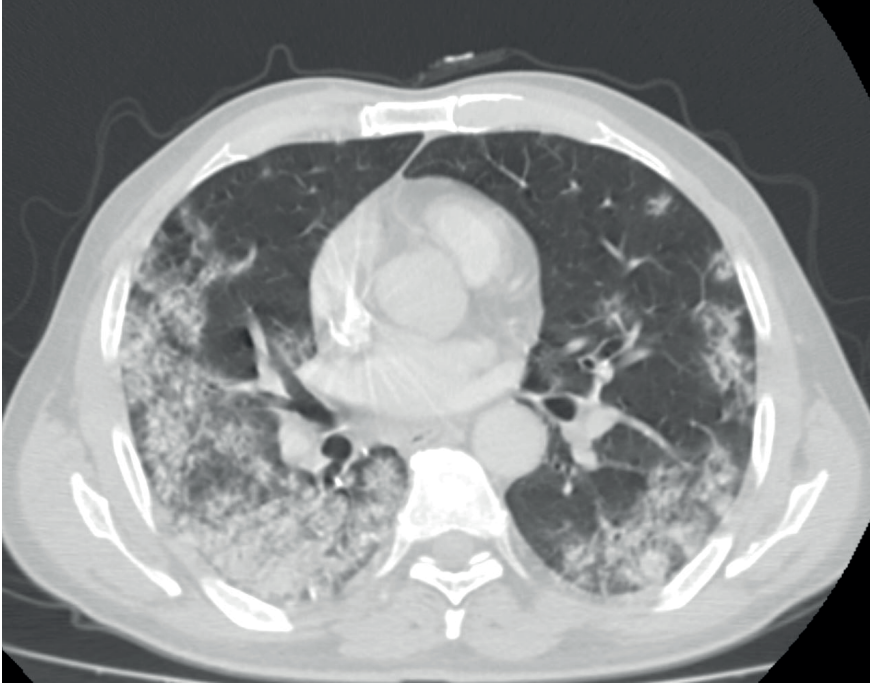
Toraks BT aksiyal planda, her iki akciğer periferel kesimlerinde buzlu cam dansitesinde infiltrasyonlar.
